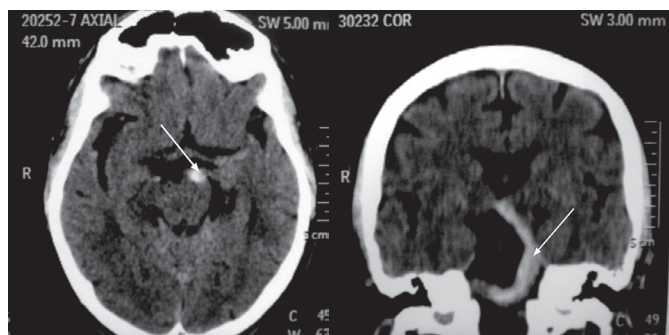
Tomografia computadorizada de crânio com sinal de hiperdensidade da artéria basilar.
